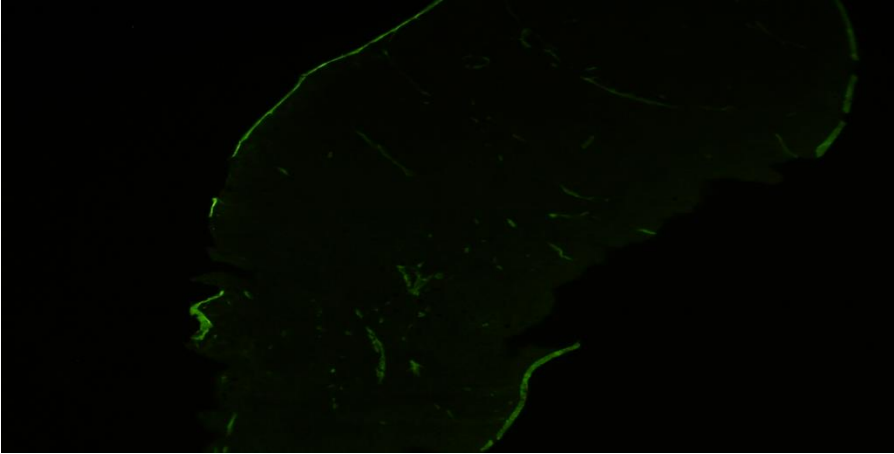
boyanmamış slayttaki prostat organ kesitinin, şekil 4.38 boyanmış slayttaki testis organ kesitinin, şekil 4.39 boyanmış slayttaki dalak organ kesitinin, şekil 4.40 boyanmış karaciğer organ kesitinin, şekil 4.41 boyanmamış böbrek organ kesitinin, şekil 4.42 boyanmış meme organ kesitinin, şekil 4.43 boyanmamış meme organ kesitinin floresans ve ışık mikroskop görüntülerini vermektedir. Boyanmış kesitlerde organ demir tutulumu ile boyanmamış kesitlerdeki ICG'ninin yeşil floresansından gelen görüntünün birbiri ile uyumlu olduğu görüntülerden anlaşılmaktadır. Diğer organların yanında hedef organ olan prostat ve meme dokularında da FDG konjuge manyetik nanoparçacıkların tutulumu görüntülerden anlaşılmaktadır.
